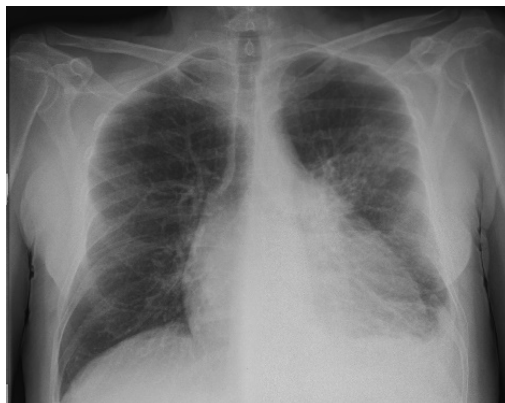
Radiografie torace postero-anterioară
